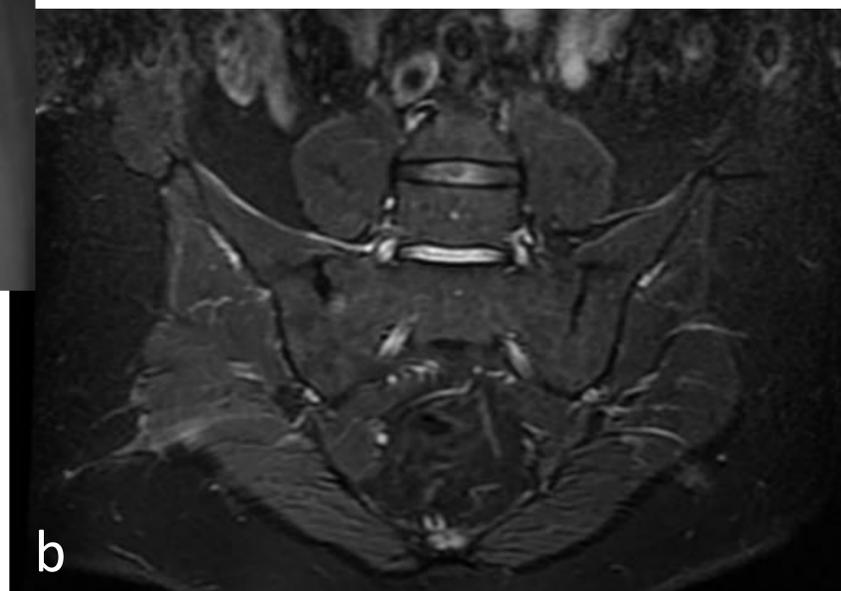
Varón, 42 años. Espondiloartritis juvenil, debut a los 12 años. Radiografía AP de pelvis (a) , RM secuencias STIR (b) y T1 FSE (c), cortes coronales. Prótesis de cadera bilateral. Anquilosis parcial de ambas articulaciones sacro-iliacas, depósito grasa en alas sacras y vertientes iliacas de las articulaciones, sin edema óseo ni otros hallagos de sacroilitis activa en STIR, compatible con daño estructural en enfermedad muy evolucionada
